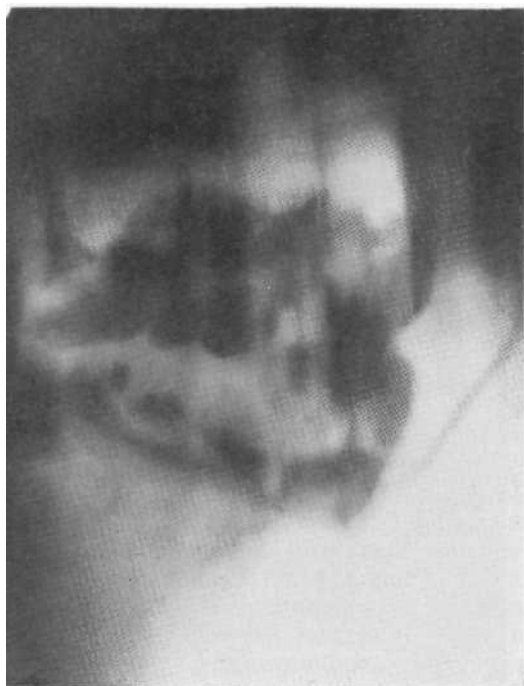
Томограмма в боковой проекции. Гигантский гангренозный абсцесс верхней доли. В полости абсцесса многочисленные секвестры больших размеров.
